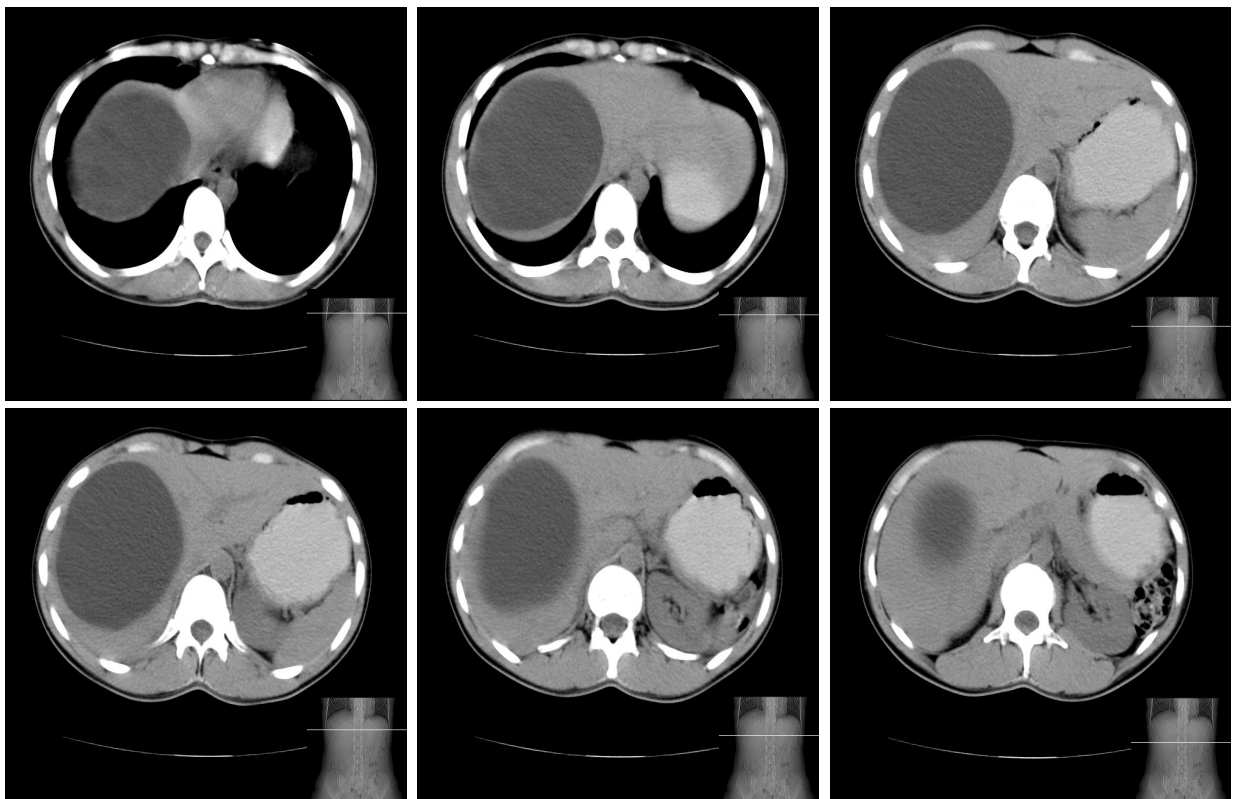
КТ-признаки кистозного образования в S7- S8 печени
